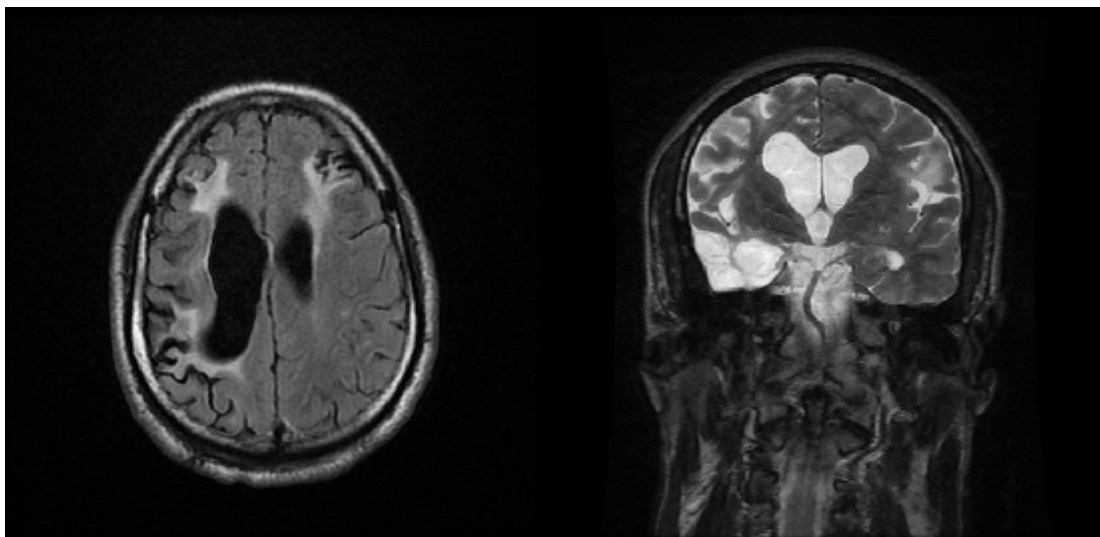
Séquelle post inflammatoire (vascularite) : IRM coupe axiale séquence FLAIR : Hypersignal au niveau frontal bilatéral (A) et coupe coronale séquence T2 : Atrophie cortico sous corticale droite avec dilatation ventriculaire (B) (Patient T.K).
